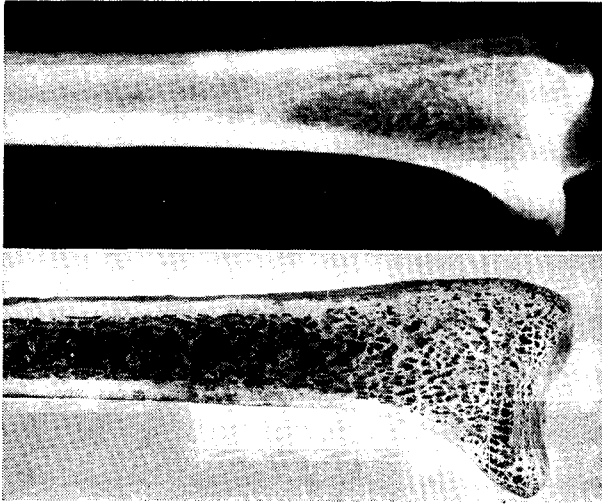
Radiografia e corte longitudinal da extremidade distal do rádio. Detecta-se dois sistemas trabeculares partindo da superfície articular, um em direcção à cortical dorsal, o outro em direcção à cortical palmar. Ambos partindo de todo o perímetro articular, entrecruzam-se na zona central da epífise criando uma rede densa.
